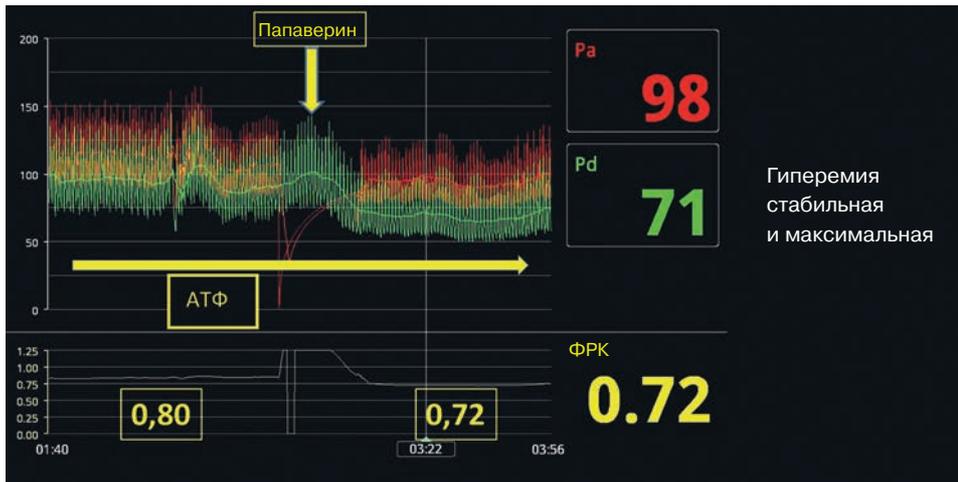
Особенности гиперемии при введении папаверина на фоне инфузии аденозинтрифосфата.
